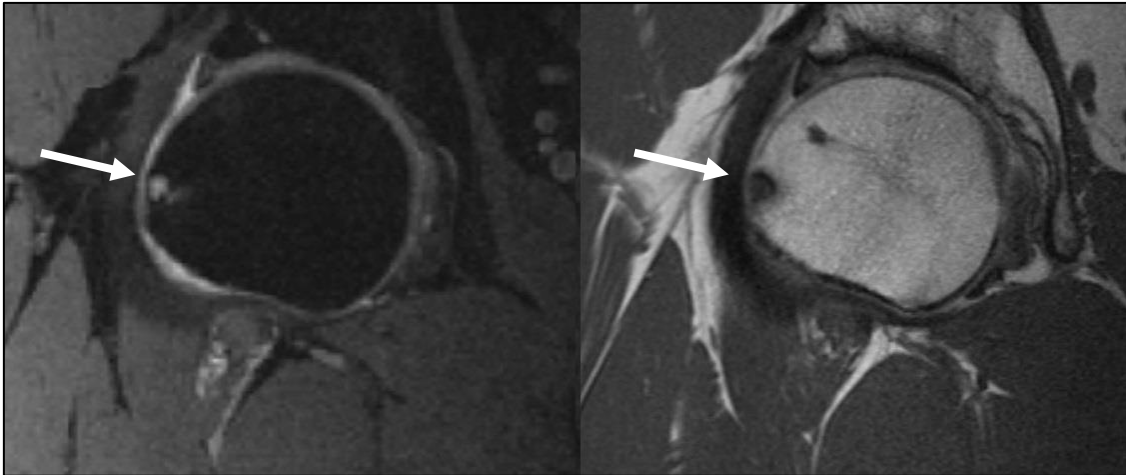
Herniation Pits einer rechten Hüfte; Ausschnitt MRT-Aufnahme, PD Wichtung links, T1 Wichtung rechts, koronare Schnittführung; Pfeil markiert eine Herniation Pit.
